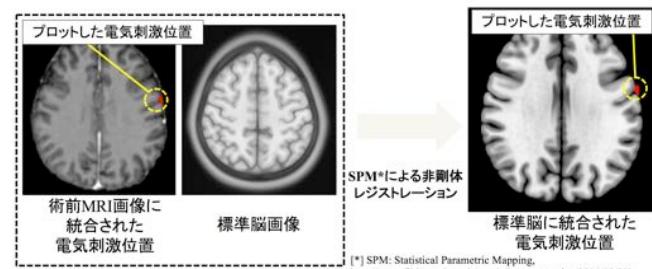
術前 MRI に変形された術中 MRI の標準脳への非剛体レジストレーション
